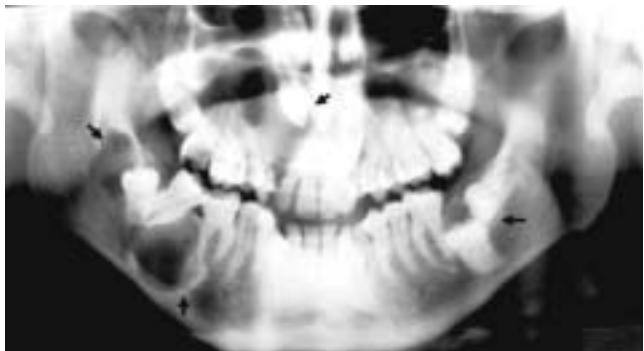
Queratoquistes. Síndrome de Gorlin-Goltz. Proyección de Ortopantomografía que muestra múltiples lesiones quísticas, relacionadas con dientes retenidos y desplazados, sin erosión radicular, uno de ellos con extensión a la rama ascendente derecha.
